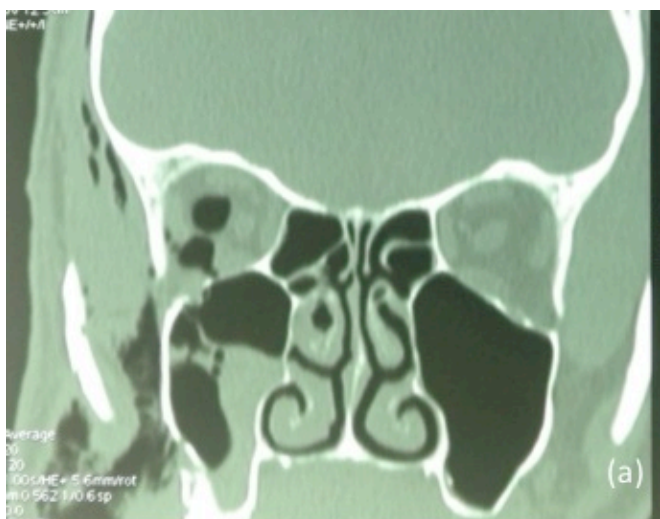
TC pre-operatoria: sezione coronale.
